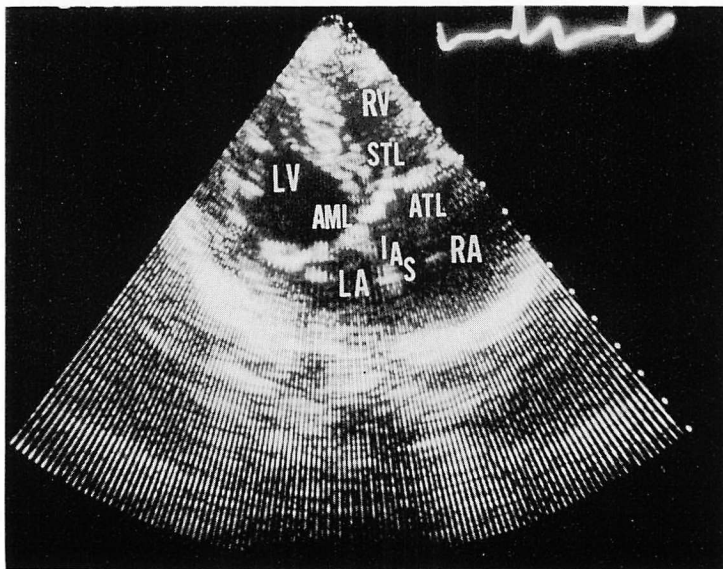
Apical four chamber view in a 15-year-old male with the normal heart (H. M.).
